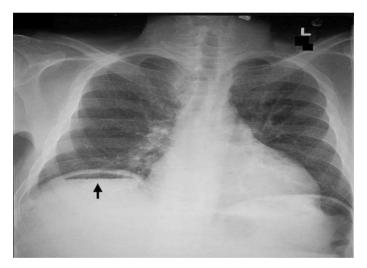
Pneumoperitônio visto em uma radiografia de tórax. O pneumoperitônio pode causar o timpanismo na região hepática – Sinal de Jobert.
